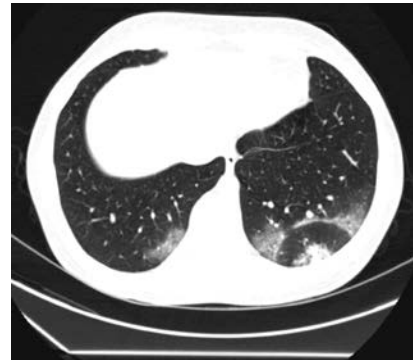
КТ-изображение органов грудной клетки пациента с COVID-19 с наличием симптома «обратного гало» в нижней доле левого легкого
